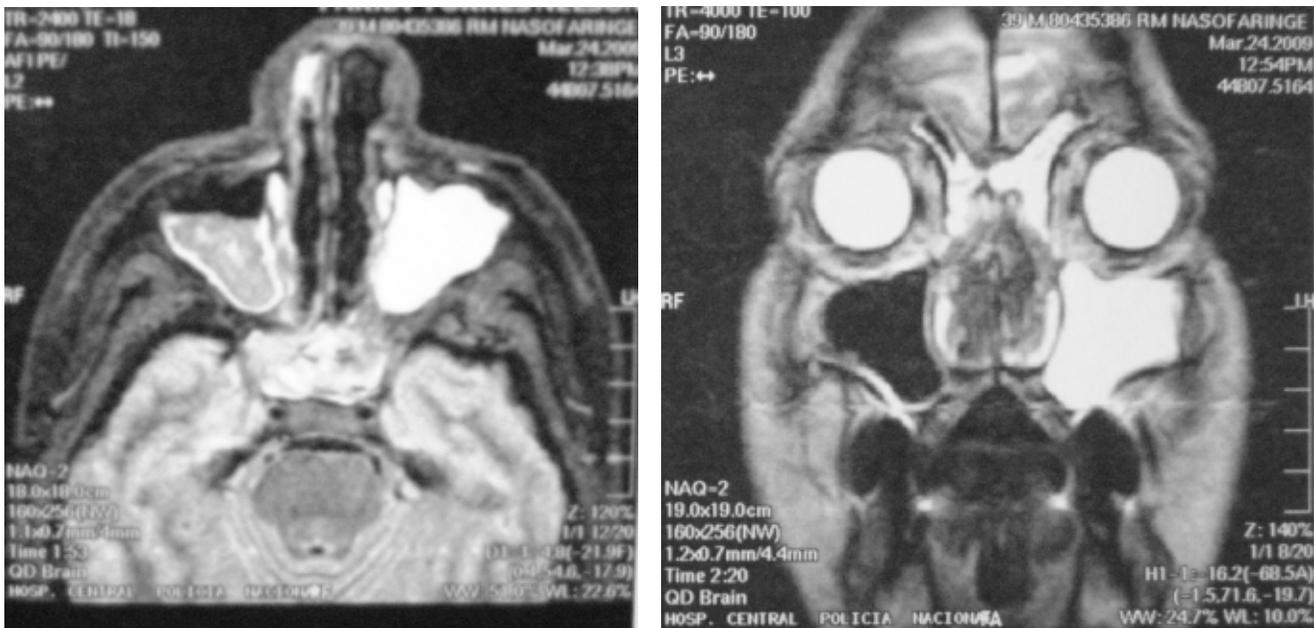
RMN T2. Se observa masa hipervascular de 25X30X28 mm, localizada en seno maxilar izquierdo, nasofaringe, alcanzando el seno esfenoidal ipsilateral y parte de la nasofaringe. Oclusión de ambas fosas nasales, coanas y nasofaringe por elementos terapéuticos del taponamiento nasal.
